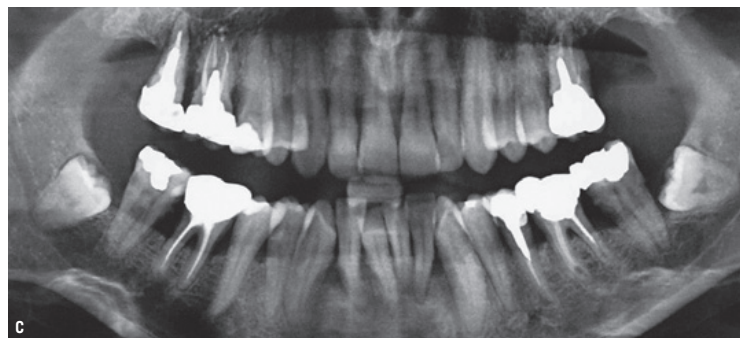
a à d La parodontite s'exprime par des papilles hypertrophiques (41 et 42) et des récessions multiples (33). Gingival index : 3. Plaque index : 3. Les examens radiographiques confirment l'alvéolyse sévère et la présence de tartre sous-gingival.
